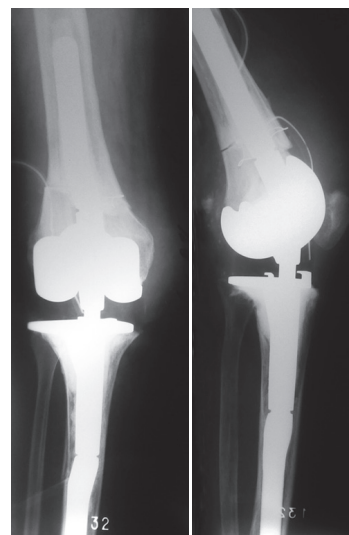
Рентгенограммы коленного сустава пациентки К./Fig. 1. Knee X-rays of patient K.:
